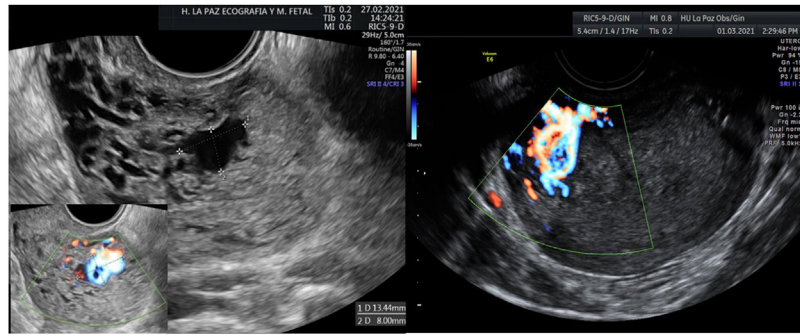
Ovillo vascular: imagen con aspecto econegativo en el espesor del miometrio en modo B, y fenómeno de *aliasing* con Doppler color, compatible con MAVU.
